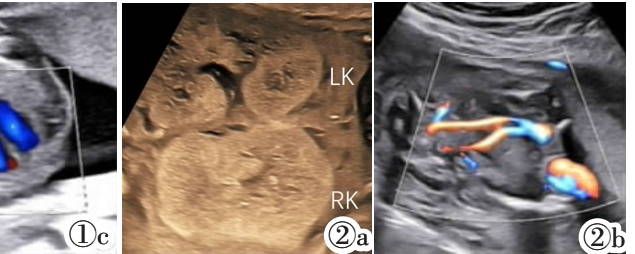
孕 18 周胎儿超声声像图。图 1a:胎儿双肾体积饱满、实质回声增强、皮髓质分界不清。图 1b:检查过程中未见胎儿膀胱充盈显示。图 1c:心胸比正常,羊水可见。LK:左肾,RK:右肾。图 2 孕 22 周胎儿超声声像图。图 2a:胎儿双肾体积饱满、实质回声增强、皮髓质分界不清,无羊水。图 2b:检查过程中未见胎儿膀胱充盈显示。图 2c:胎儿双肺面积小于同孕周儿,心胸比增大。LK:左肾,RK:右肾。
